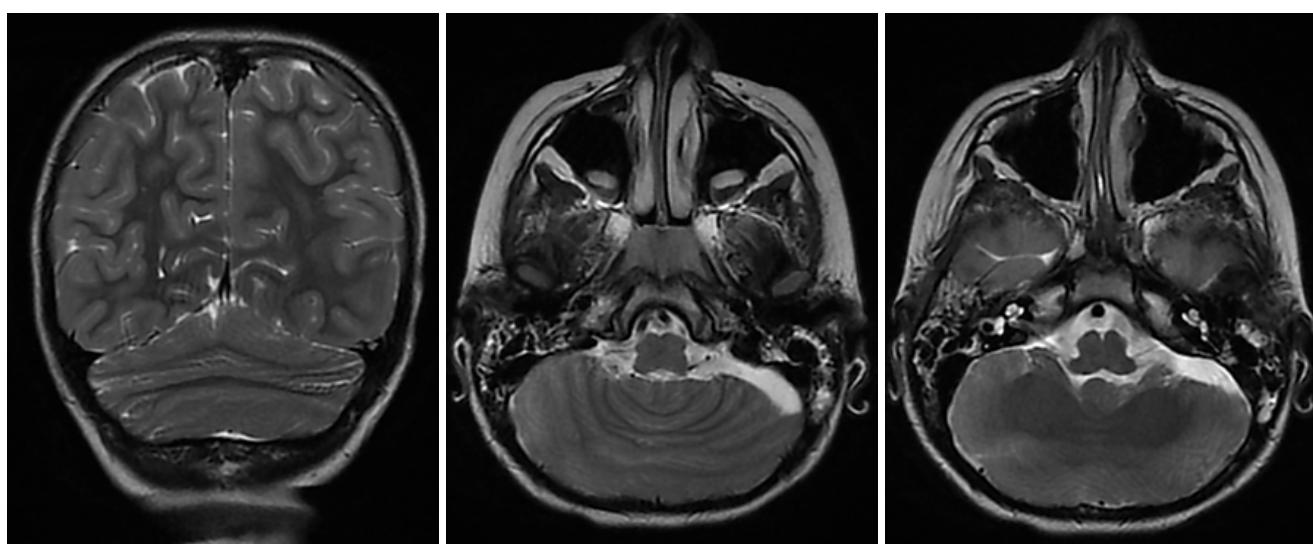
Пациент Б. (7 лет). Диспластическое слияние церебеллярных гемисфер — ромбэнцефалосинапсис. МРТ: 3 Т GE, T2 FSE (TR 5677, TE 106, ST 4 мм). COR, AX
